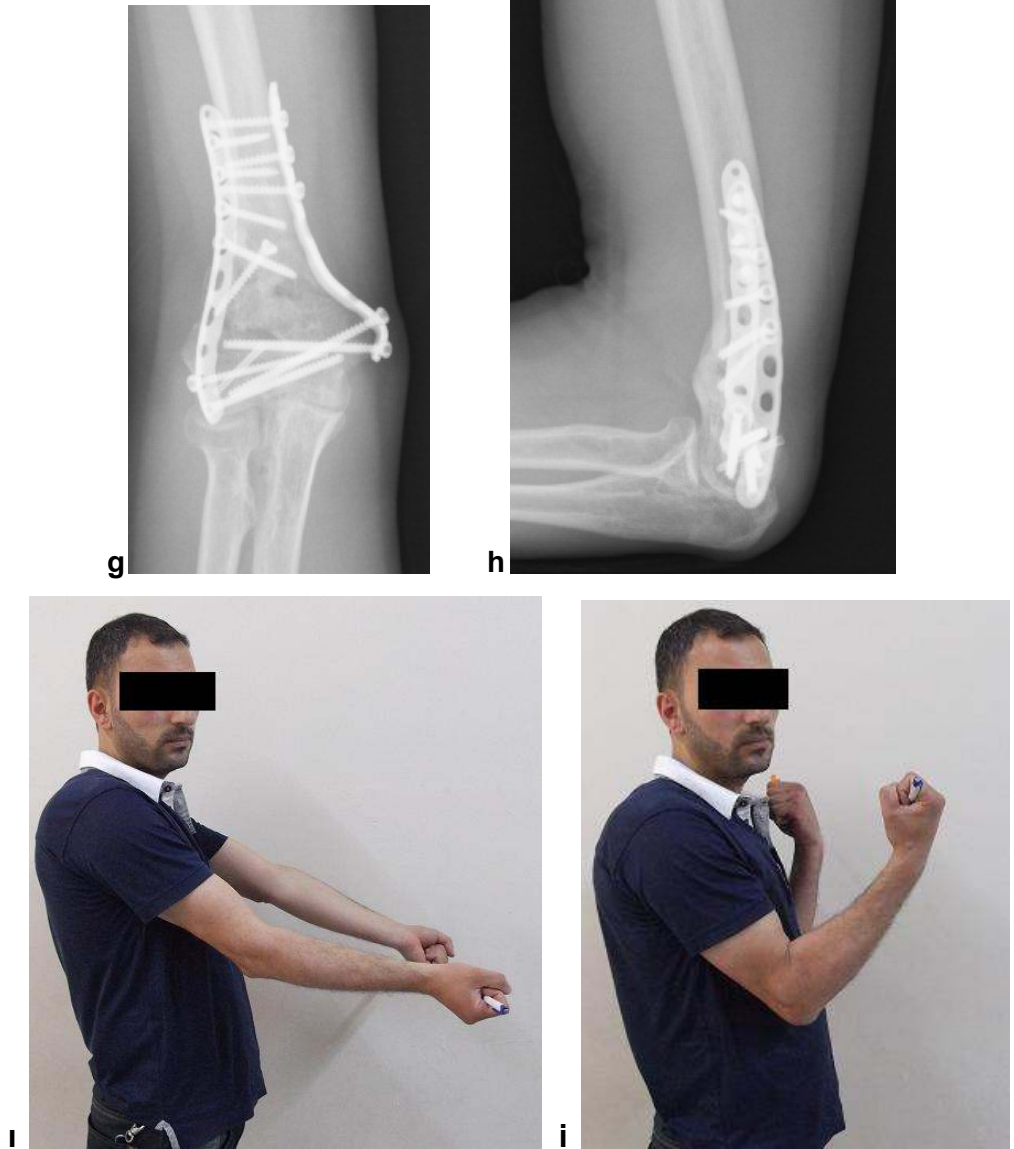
a: pre op AP grafi b:pre op lateral grafi c:pre op radius kırığı d:post op AP grafi e: post op latera grafi f:post op radius grafisi g, h:son takip eklem hareket açıklıkları ı: son takip(post op 32. Ay)AP grafi i: son takip(post op 32. Ay)lateral grafi
